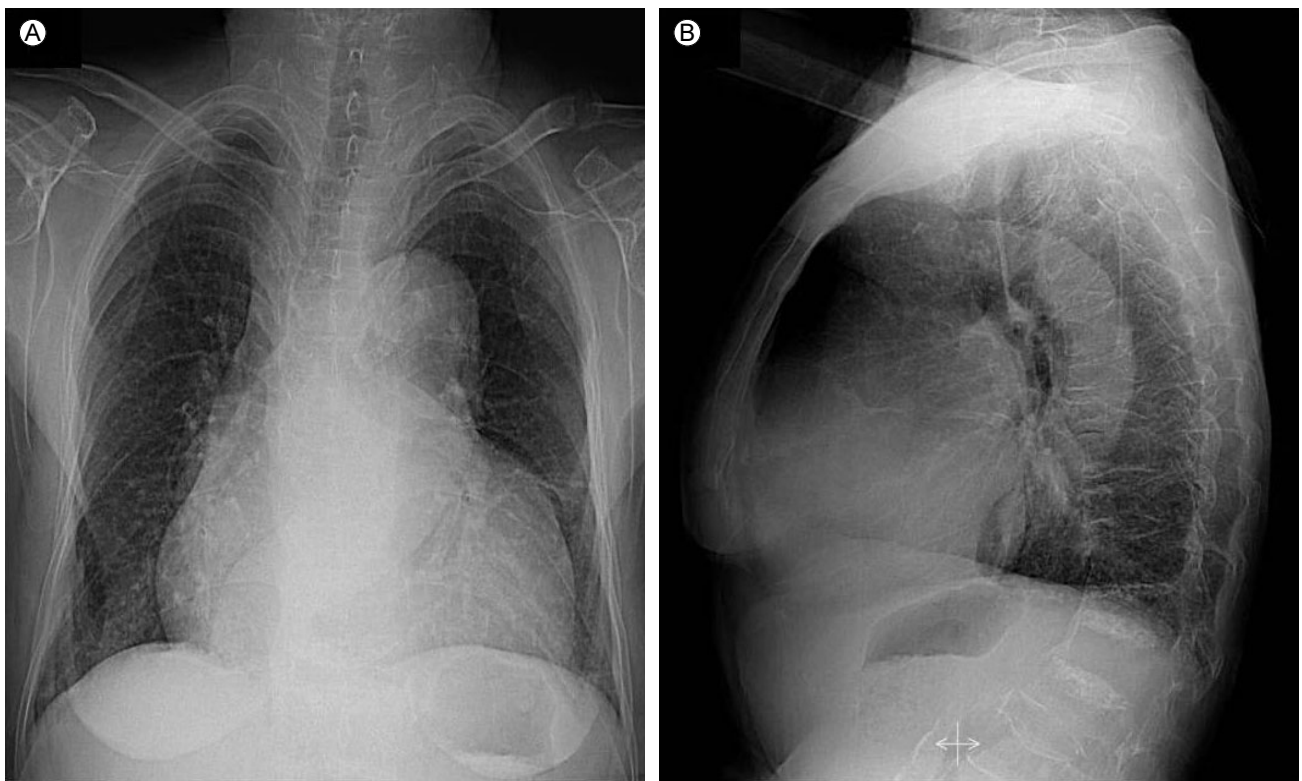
Posteroanterior (A) and lateral (B) chest X-rays revealed marked cardiomegaly with a cardiothoracic ratio of 0.75.
